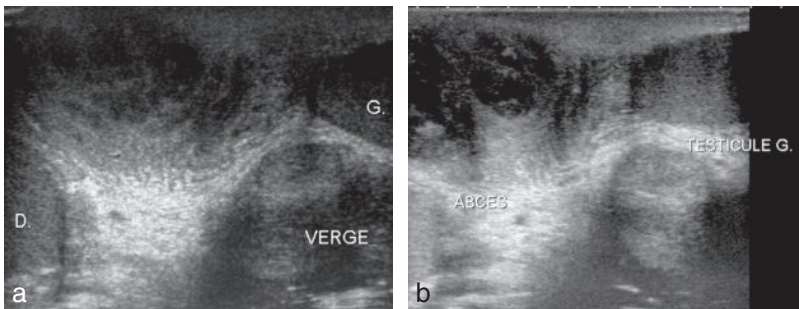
Image d'abcès de l'espace cellulograisieux entre le testicule et la verge (a), échographie mode B montre une plage hypoéchogène mal limitée (b).
